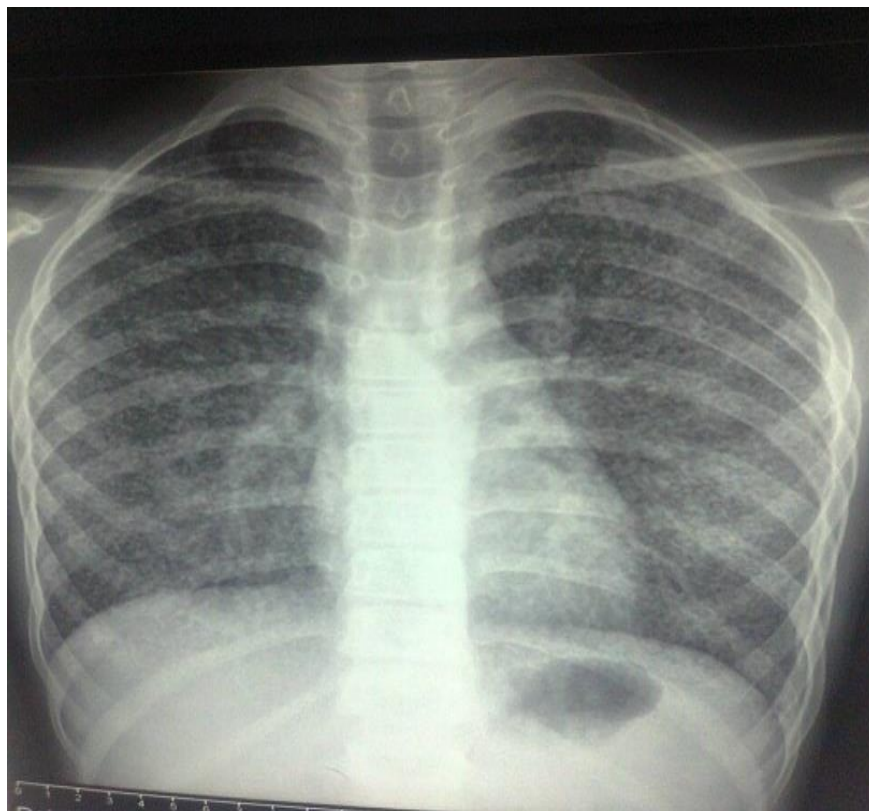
Рентгенография органов грудной клетки в прямой проекции больного Н., 2,5 лет от 23.04.2017г
